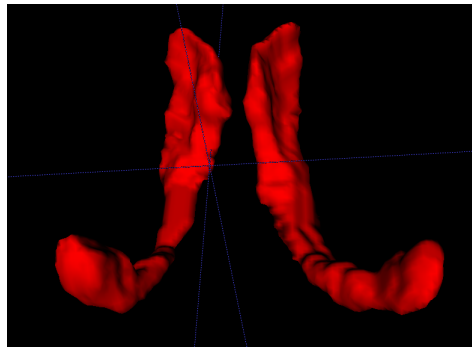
Surface géométrique modélisée à partir d'un maillage 3D des ventricules latéraux extraits d'une image échographiques.
